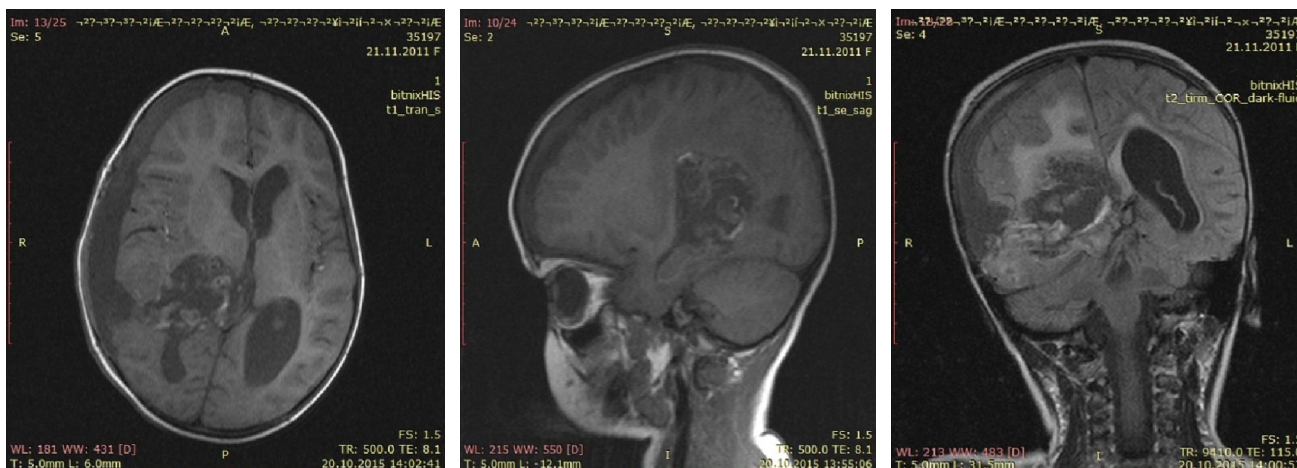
МРТ-контроль головного мозга в аксиальной (а) и сагитальной (б) проекциях; 4-е сутки после удаления опухоли
